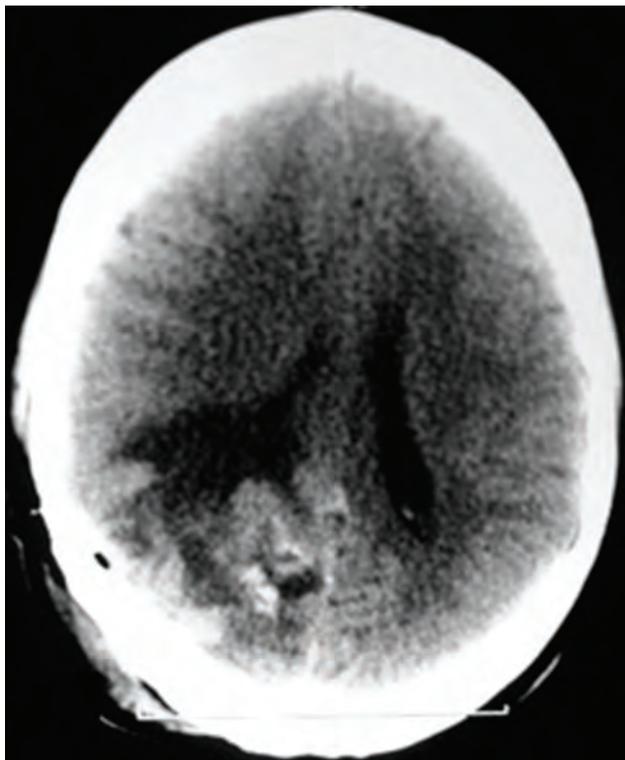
TAC postoperatoria.
